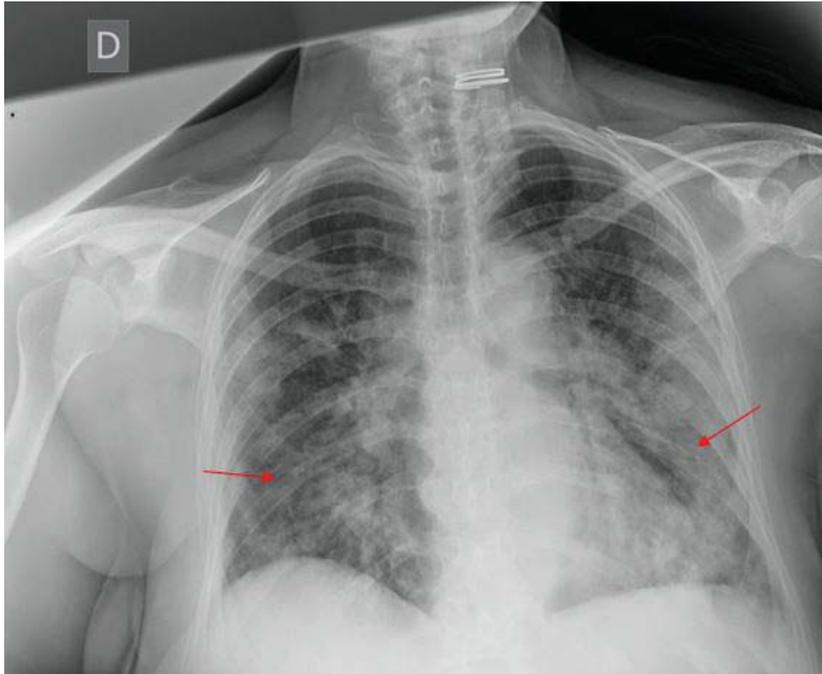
Radiografía de tórax al ingreso: opacidades pulmonares difusas bilaterales.
